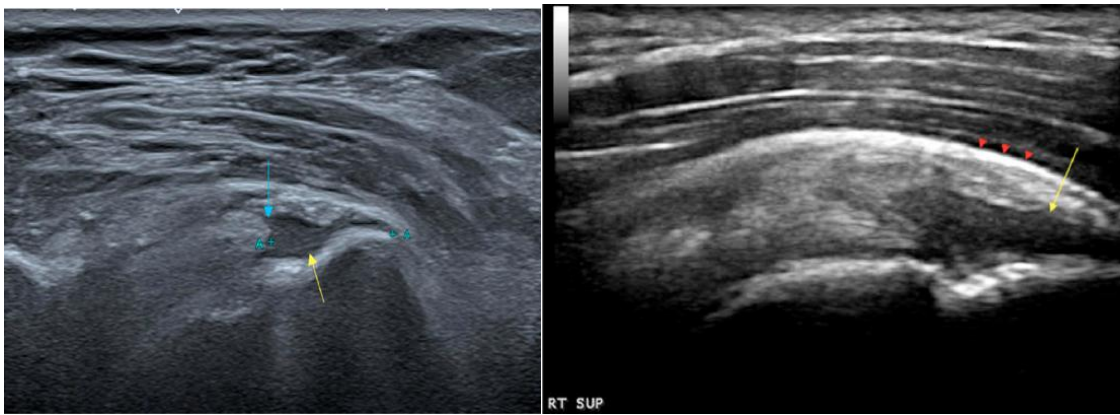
Ultrasonido de Hombro: A la izquierda muestra desgarro de espesor total con retracción tendinosa (flecha azul) a nivel de la huella insercional (flecha amarilla). A la derecha: Desgarro de espesor parcial en la huella insercional con extensión a la superficie articular (flecha amarilla) (34).
